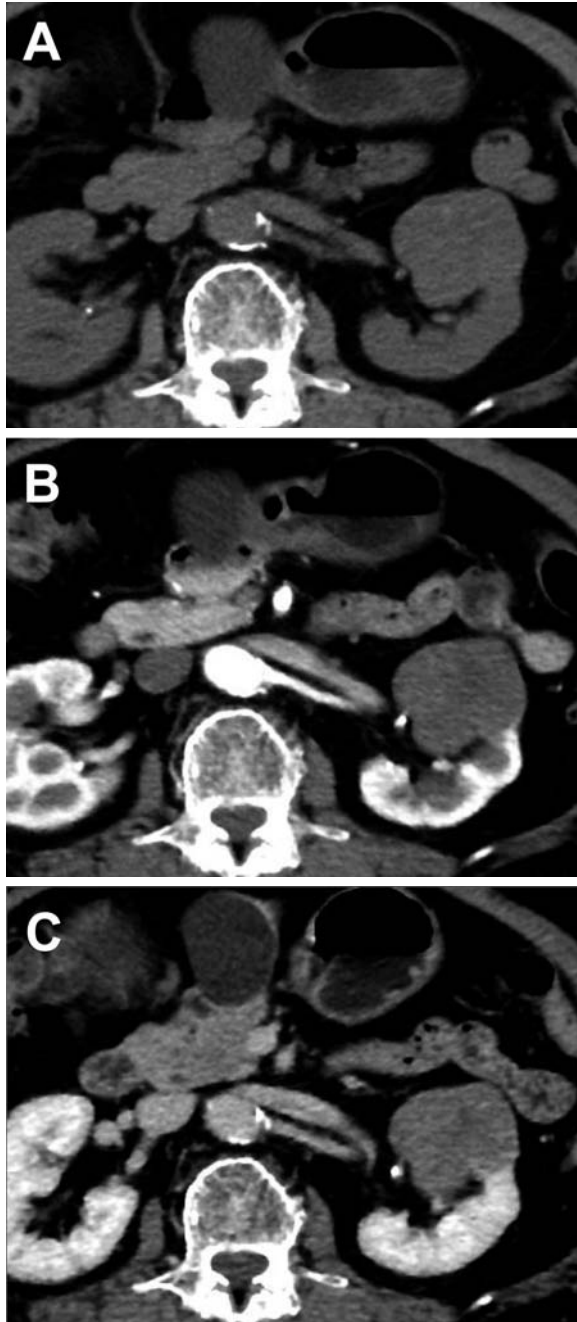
Contrast-enhanced computed tomography showed a tumor in the left kidney that had well-defined margins, was relatively homogeneous, and was not enhanced in the early phase but slightly enhanced in the late phase. A: Non-contrast. B: Early phase. C: Delayed phase.
